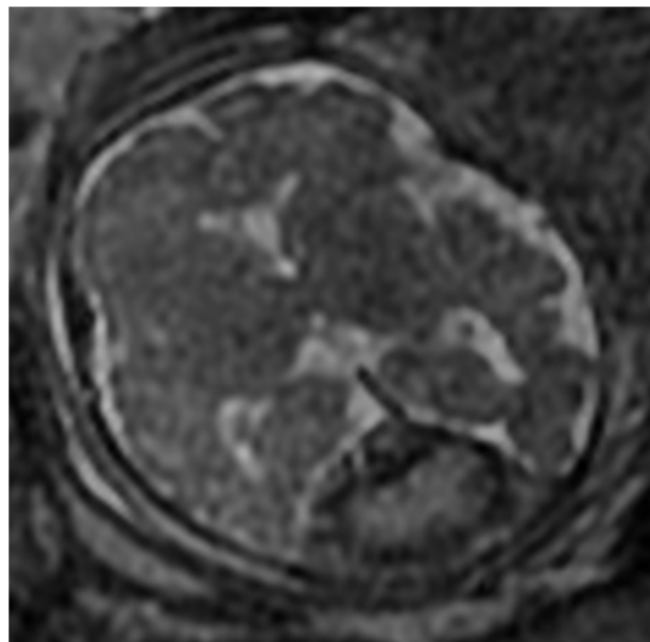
Image d'IRM pondérée en séquence T2 dans le plan axial de la tête fœtale à 31 semaines d'aménorrhée montrant un syndrome de masse en iso signal T2 localisé à la partie postérieure de la ligne médiane en faveur d'une thrombose du torcular
